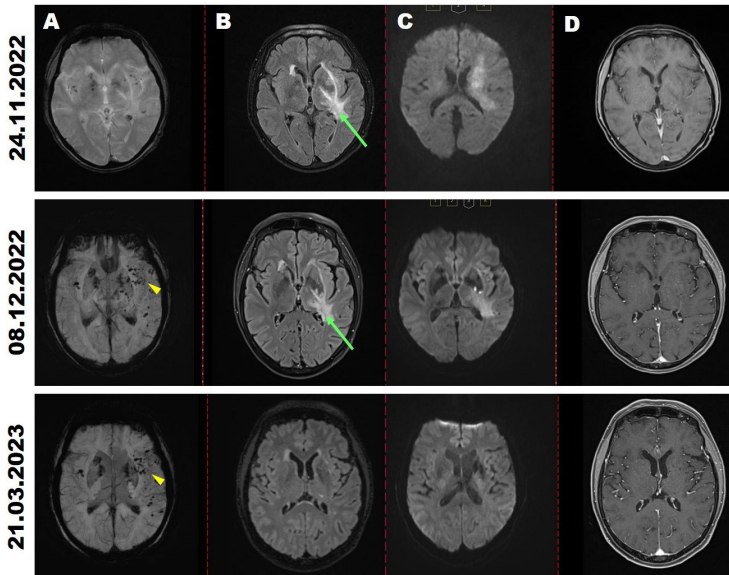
MRT-Befunde der Patientin zum Aufnahmezeitpunkt (24.11.2022), während der Therapie (08.12.2022) sowie im Rahmen der Kontrolluntersuchung (21.03.2023). Dargestellt sind jeweils SWI- (A), FLAIR- (B), DWI- (b value = 1000s/mm²) (C) sowie kontrastverstärkte T1-Sequenzen (D). Links frontotemporal zeigt sich ein ausgeprägtes Ödem (grüne Pfeile) mit deutlichem Befundregress unter der Cortisonstoßtherapie. Die Pfeilspitze (gelb, 1. Spalte) markiert cerebrale Mikroblutungen als Zeichen der neudiagnostizierten CAA-RI.
